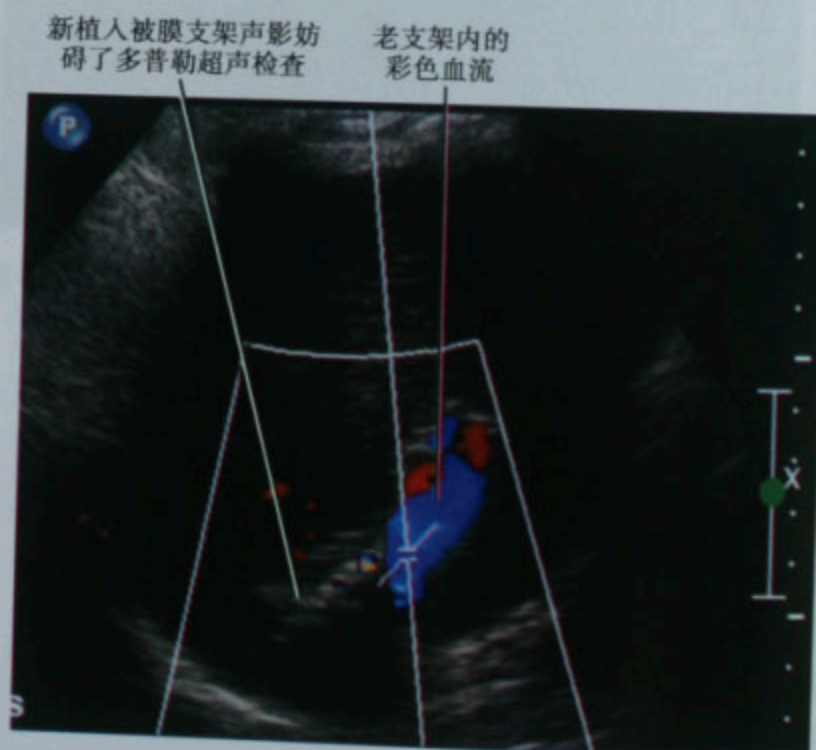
在已经植入常规支架的患者,再次植入被膜支架 1 天后超声评估。彩色多普勒图像显示首次植入的无被膜支架近端可见血流,但是远端的被膜支架内无血流信号
